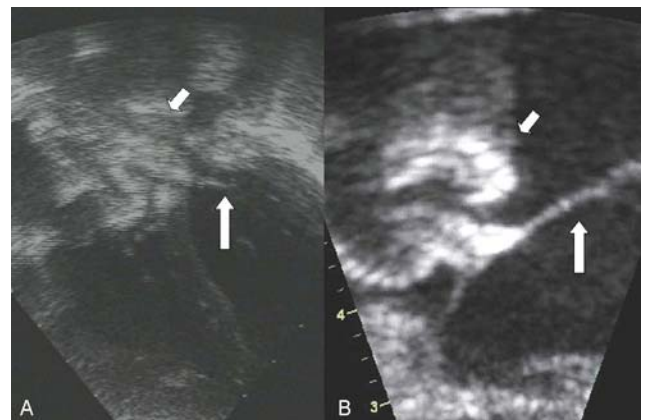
A) Transthoracic echocardiography showed left atrial disk of ASO (short arrow) got in contact with mitral valve anterior leaflet (long arrow) during diastole. B) The left atrial disk of ASO (short arrow) did not reach mitral valve anterior leaflet (long arrow) during diastole at 1 year later after implantation of ASO.
